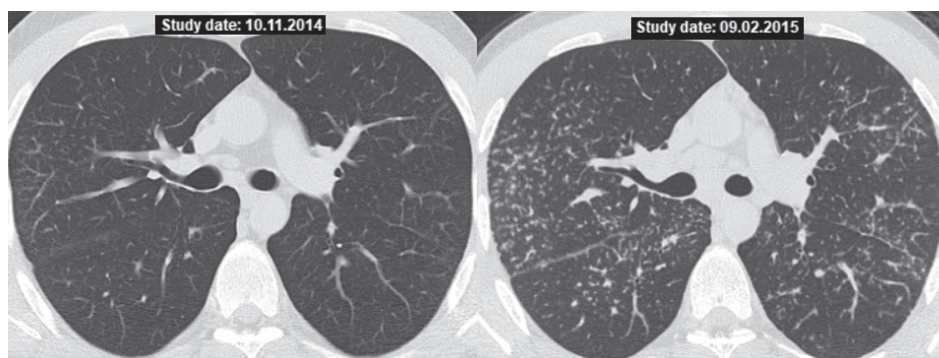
КТ больного В., 26 лет. Слева — визит 1, рекомендовано клиничко-рентгенологическое наблюдение, справа — визит 2 через 3 мес, прогрессирование, назначена ГКС-терапия.
